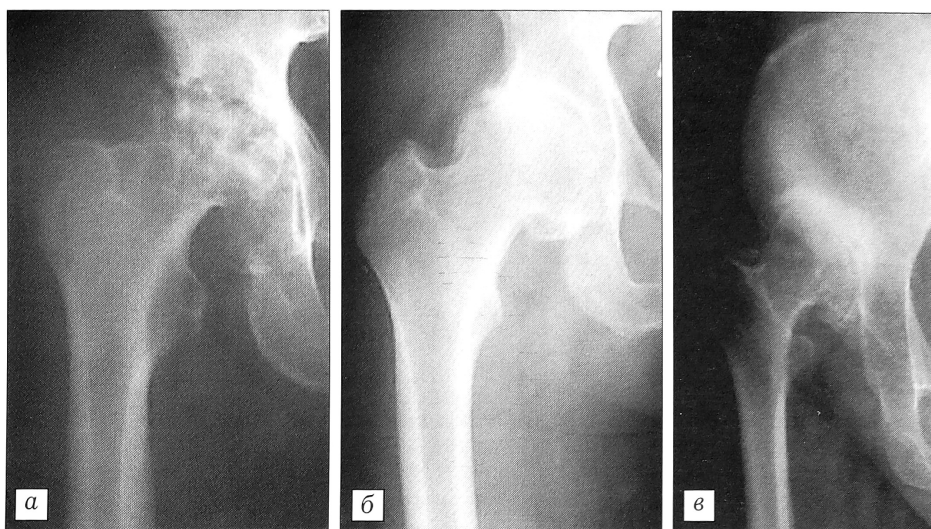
Рентгенологическая картина коксартроза с разной степенью дисплазии тазобедренного сустава и наличием (а) и отсутствием (б, в) кистовидной перестройки костей.
